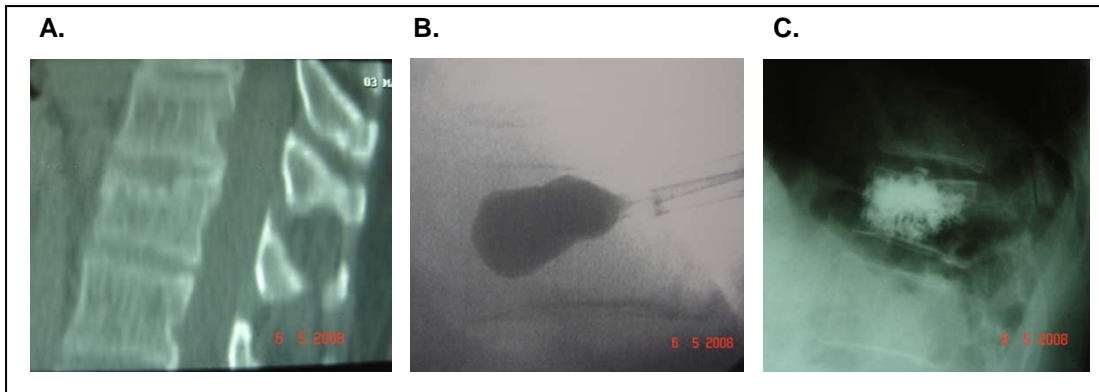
Varón de 66 años con FVO de T12 A1 AO/Magerl tras trauma banal. Tras 6 semanas de tratamiento conservador con persistencia de un dolor importante se decide realizar CP con buen resultado clínico. Puede apreciarse pequeña fuga discal. A:TAC; B:Balón; C:CP.
